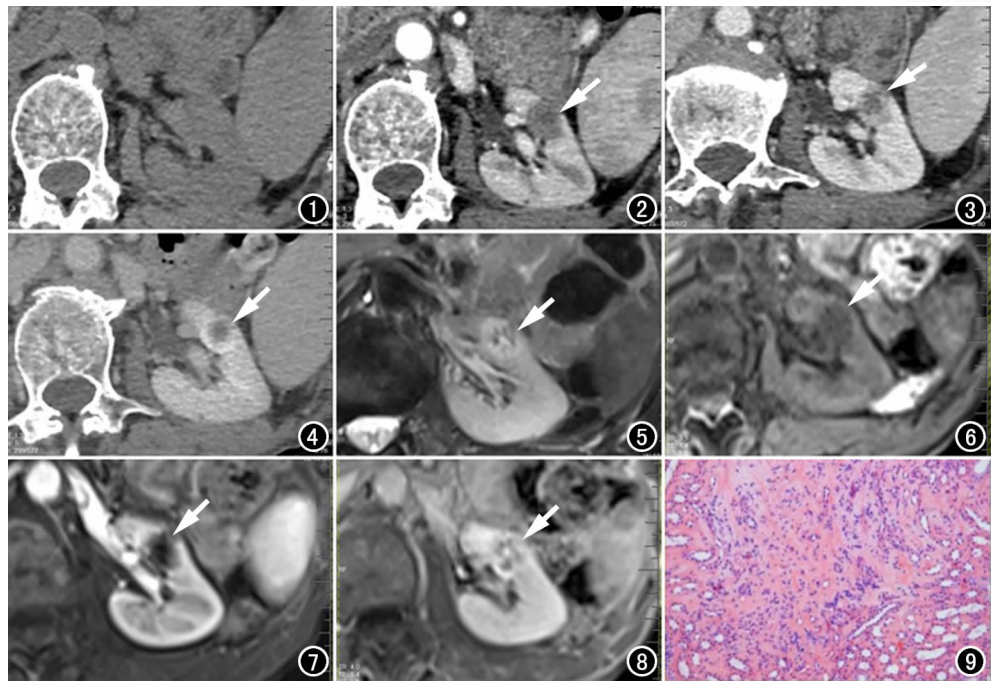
CT平扫,病灶显示不明确。图2 CT增强动脉期,左肾见低密度强化结节(箭),CT值68HU,内部呈更低密度。图3 增强静脉期,CT值约139HU(箭)。图4 增强延迟期,CT值约197HU(箭)。图5 压脂T₂WI病灶呈等、稍低信号(箭)。图6 压脂T₁WI病灶呈稍低信号(箭)。
